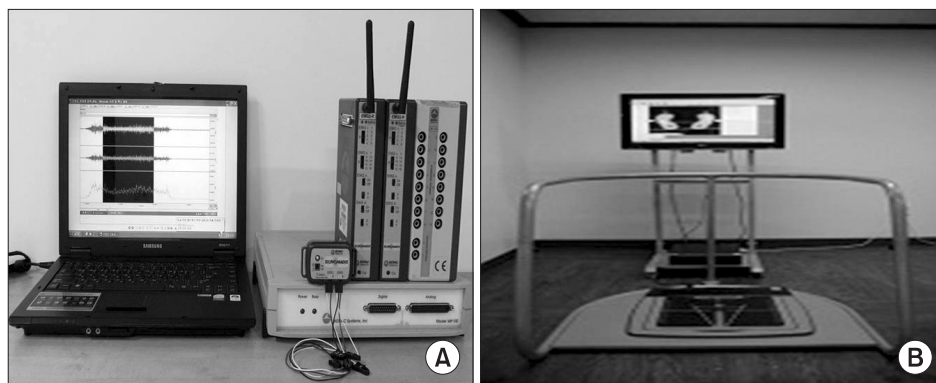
(A) Electromyography, (B) Biorescue (RM Ingenierie, Rodez, France).
